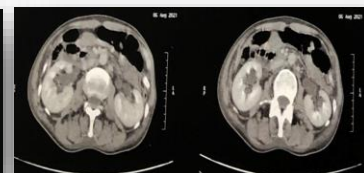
TC de abdome total com contraste
